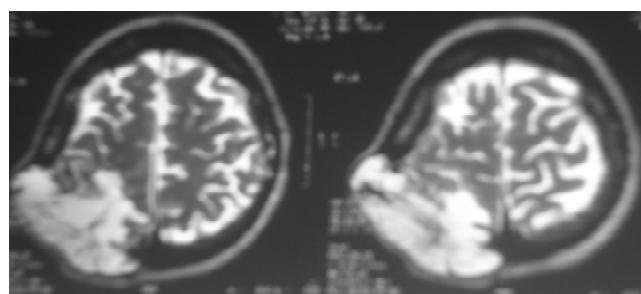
Hernia transcalvaria en TC.
